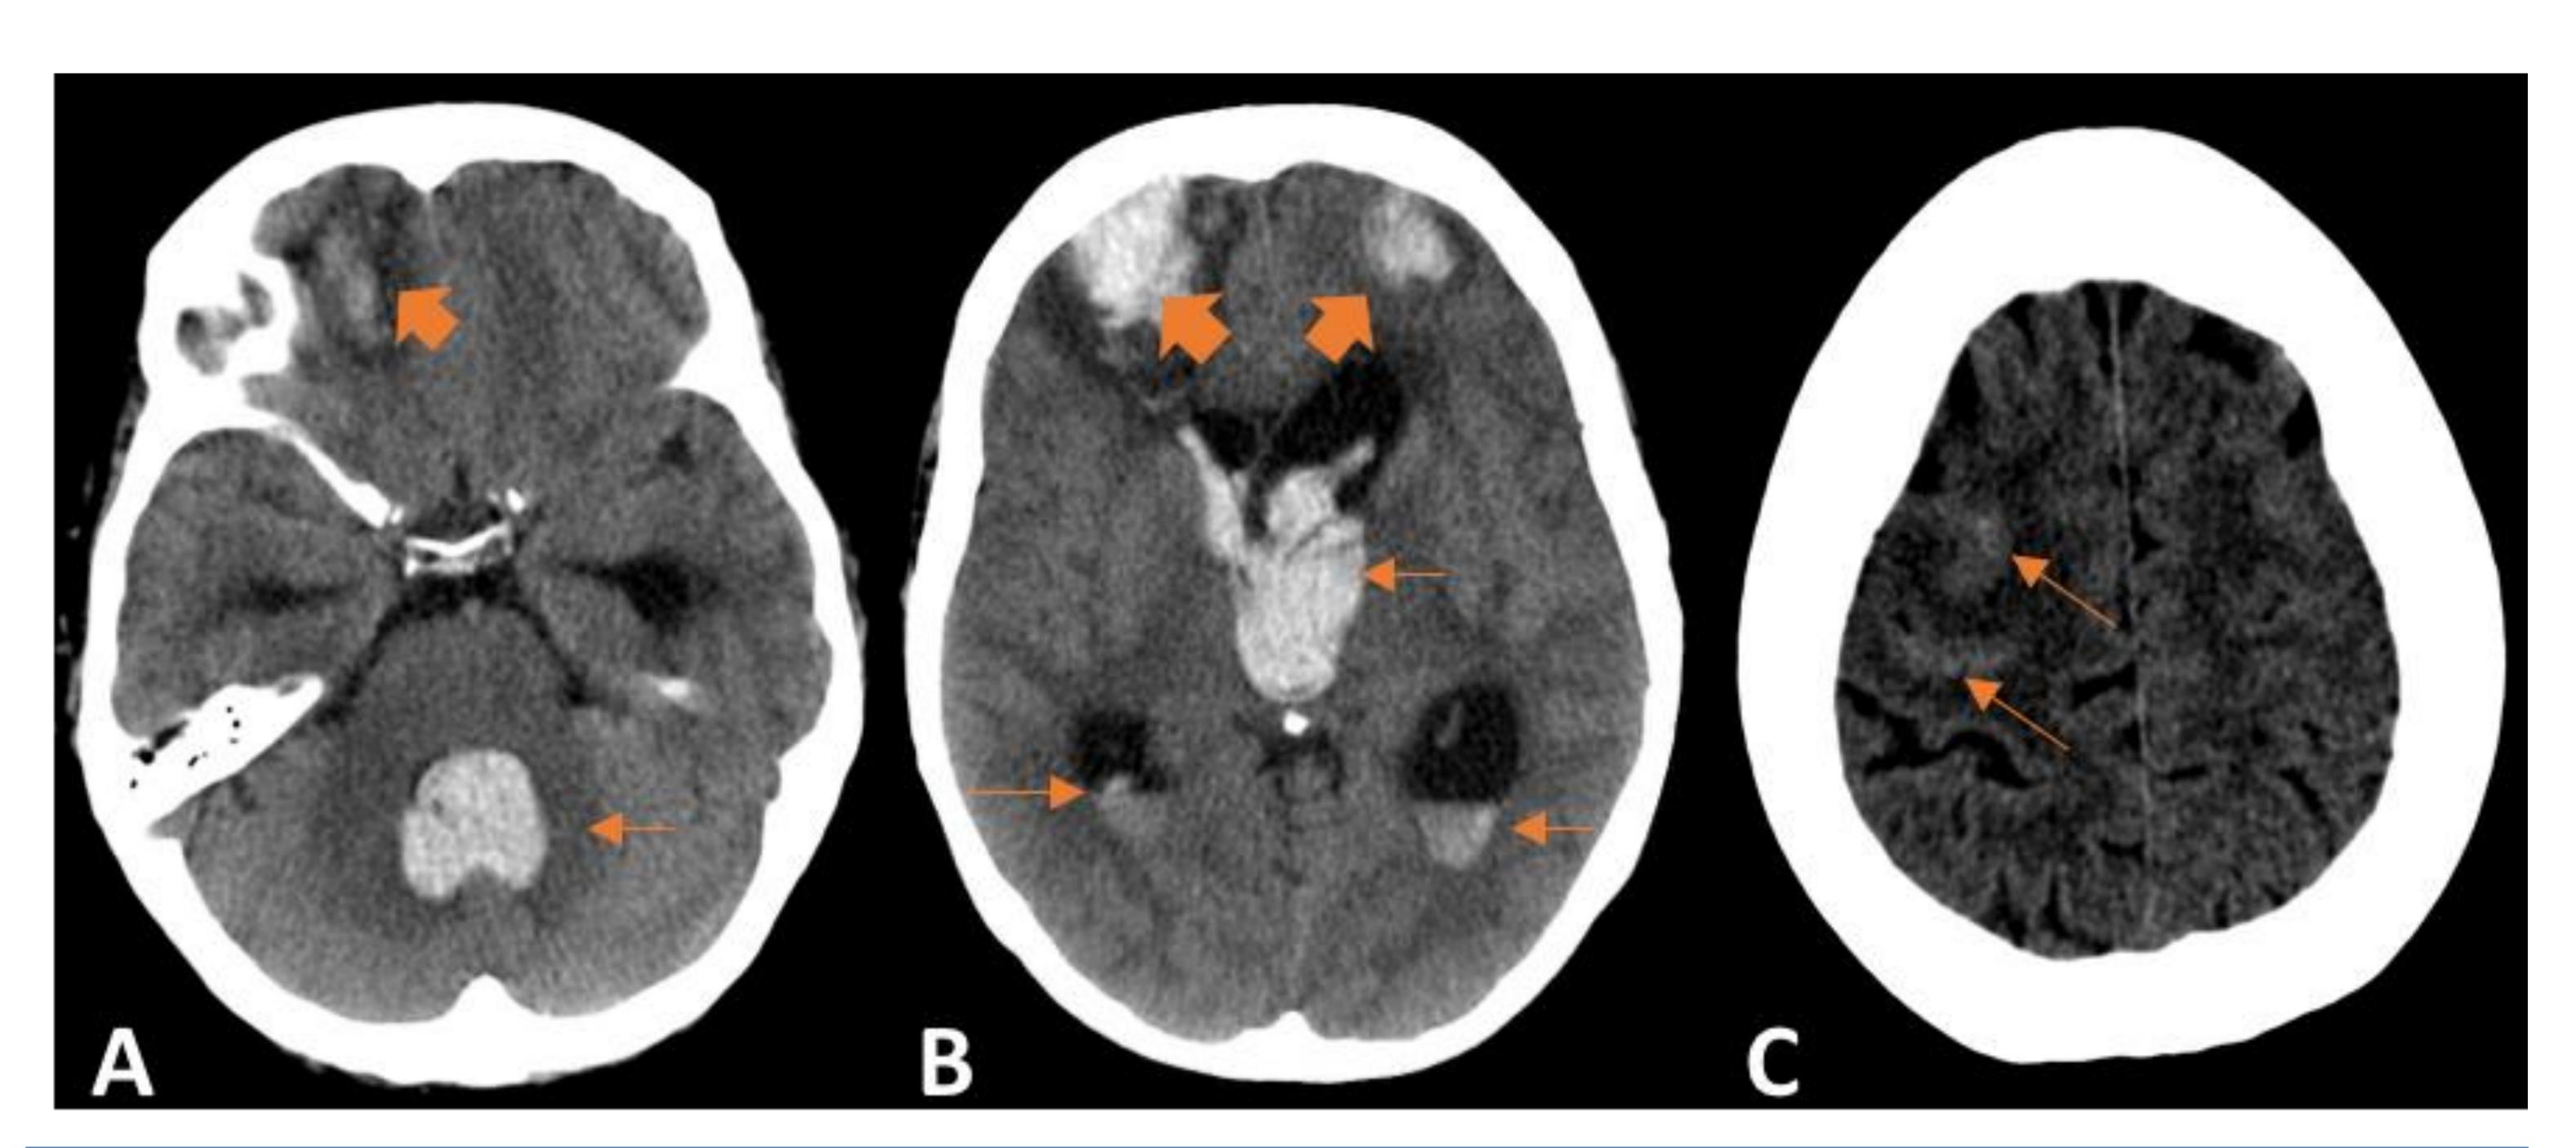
Paciente de 66 años de edad con EPOC se realizó TP unilateral. Sufrió un TCE por caída un año después del trasplante. Las imágenes A, B y C (TC axial) muestran: hemorragia intraparenquimatosa bifrontal con extensión tetraventricular (con dilatación del sistema ventricular) y dos pequeños focos frontoparietales derechos de hemorragia subaracnoidea.
